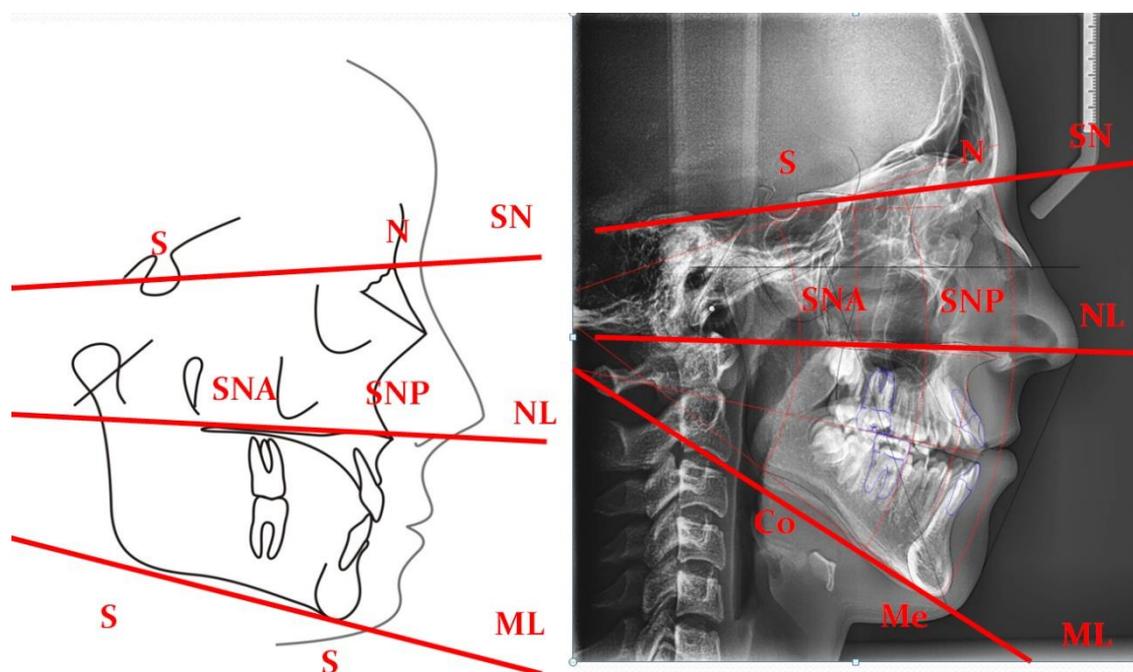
Телерентгенограмма (Трг) пациента с ВДЗР III степени в боковой проекции с показателями углов SN-NL, SN-ML, NL-ML
